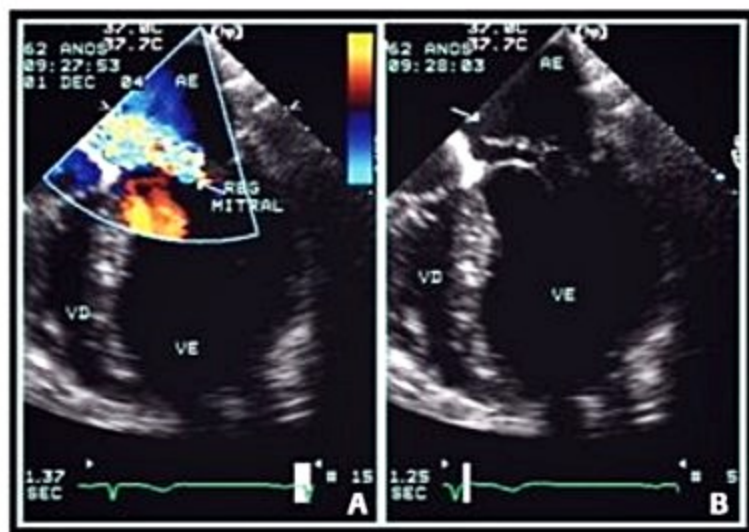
Ecocardiografia na insuficiência mitral. (B) mostra ruptura de cordoalha do folheto posterior, acompanhada de regurgitação mitral moderada importante, dirigida anteriormente (A).
